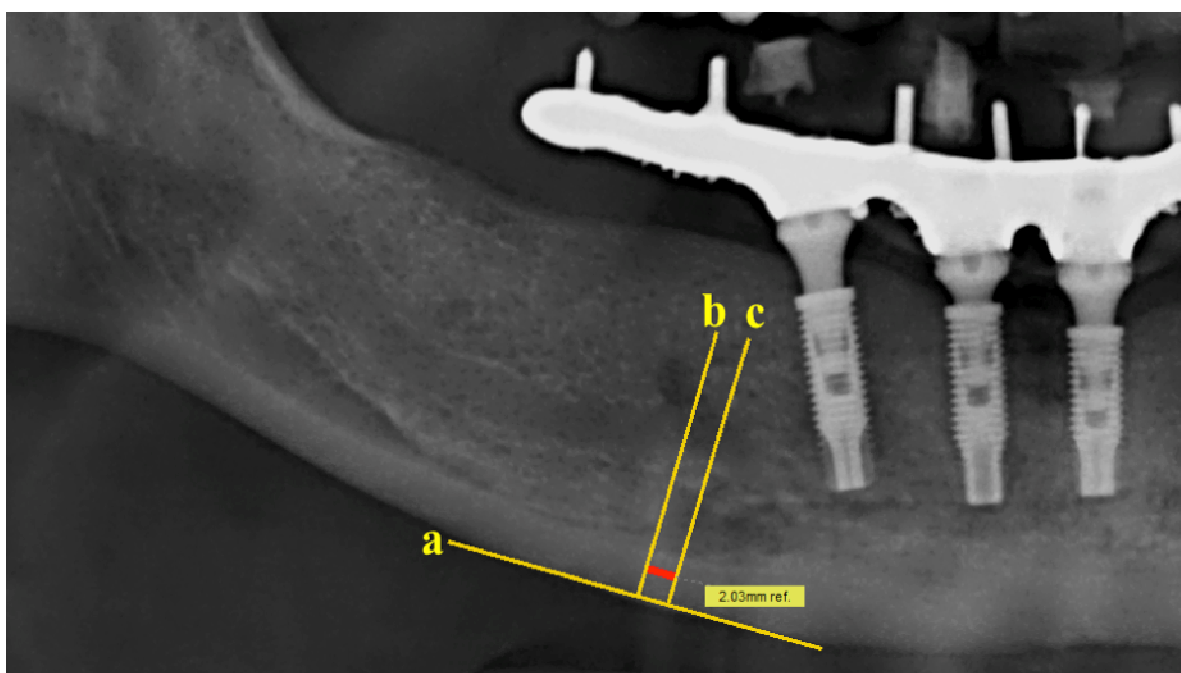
Exemplo de mensuração do comprimento da AA obtida na radiografia panorâmica: traçadas 3 linhas de referência: (a) base da mandíbula, (b) borda anterior do FM, (c) extremidade mais anterior da AA. Medida entre a linha b e c (em vermelho).
